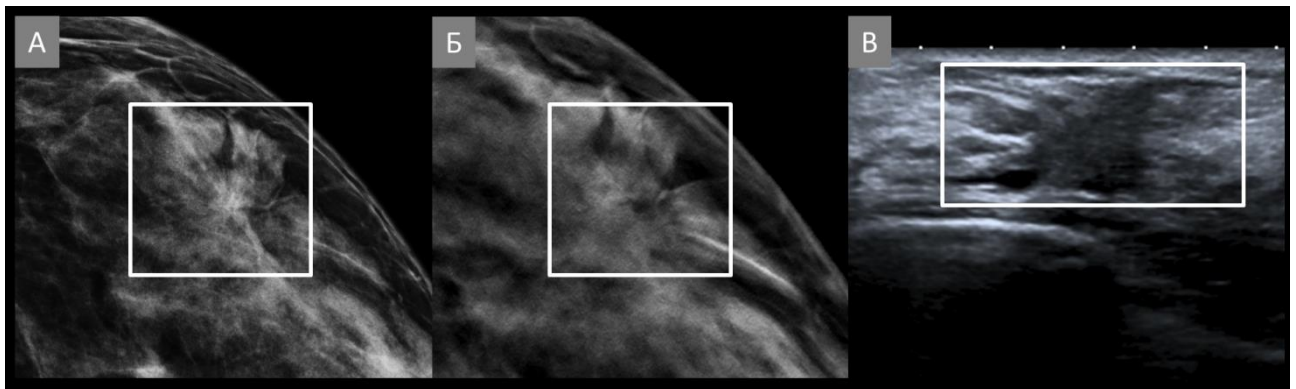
Пацієнтка id: 74827. Зображення деформації архітекtonіки грудної залози. (А) Візуалізації деформації архітекtonіки на стандартній цифровій рентгенівській мамографії (білий прямокутник). (Б) Візуалізація деформації архітекtonіки на цифровому томосинтезі грудних залоз (білий прямокутник). (В) Ехографічне зображення деформації архітекtonіки (білий прямокутник).
